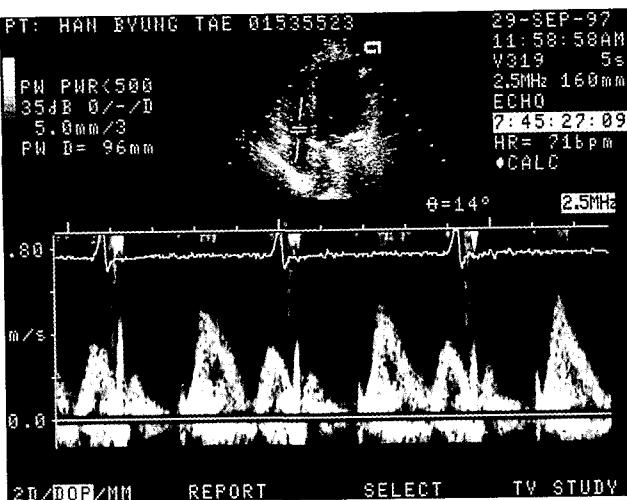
Doppler echocardiography shows prominent trans-tricuspid A wave at the late diastolic phase.
